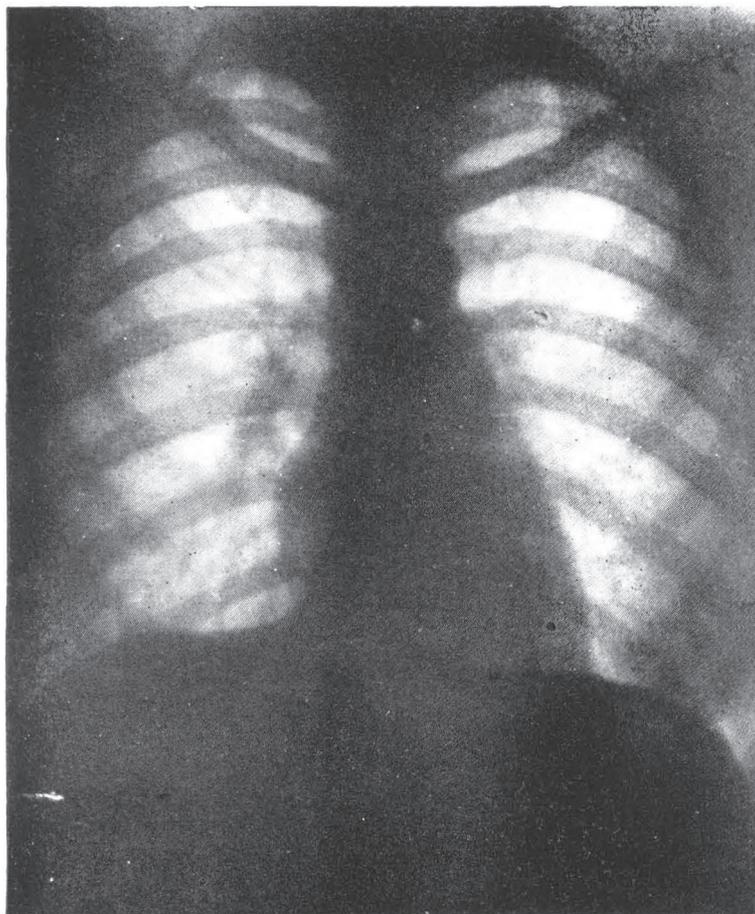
Caso nº 9 — Adoecimento no decurso do 1º ano pós-graduação. Roentgenografia nº 21.226, de 29-VIII-50. Campos pulmonares de transparência normal, viragem tuberculínica constatada em 27-XI-47.
